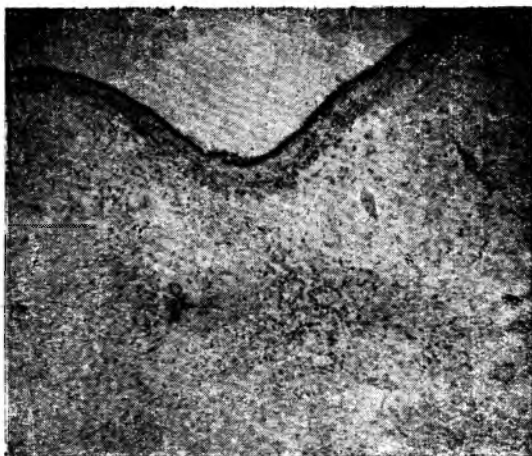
Кратерообразный дефект под эпендимой в п. caudatus в случае старой контузии.
